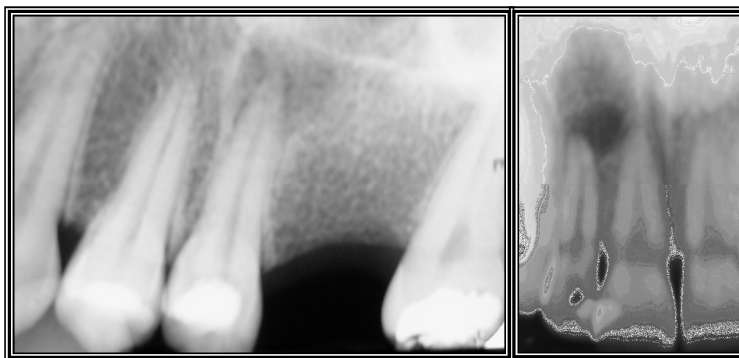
Radiografias representativas dos casos clínicos selecionados para o estudo.
